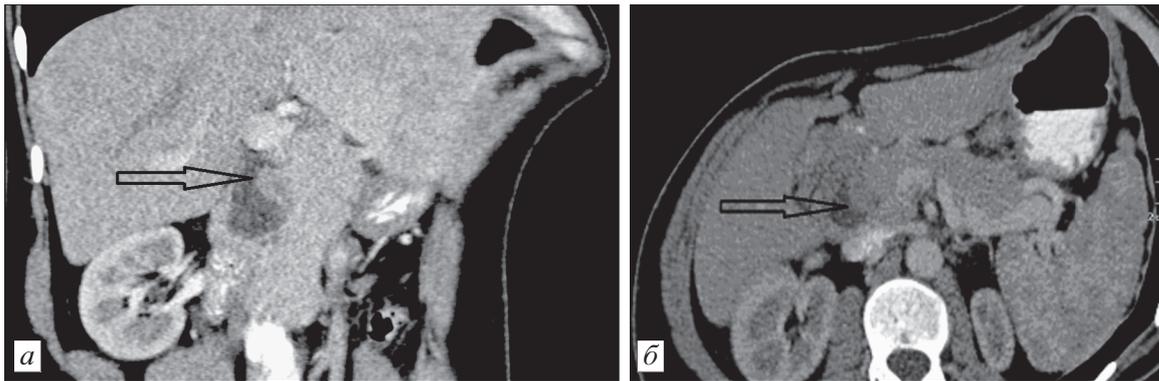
Компьютерная томограмма больной П., 36 лет, с опухолью в просвете ОЖП (стрелка).
